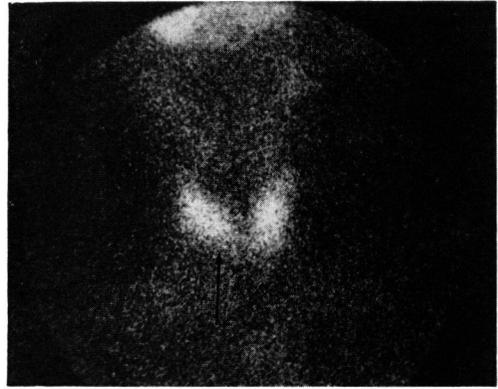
b 99m-Tc pertechnetate thyroid scintigram. Right lobe of the thyroid gland is distorted to the upper direction by the mass located in the inferior portion (arrow).
